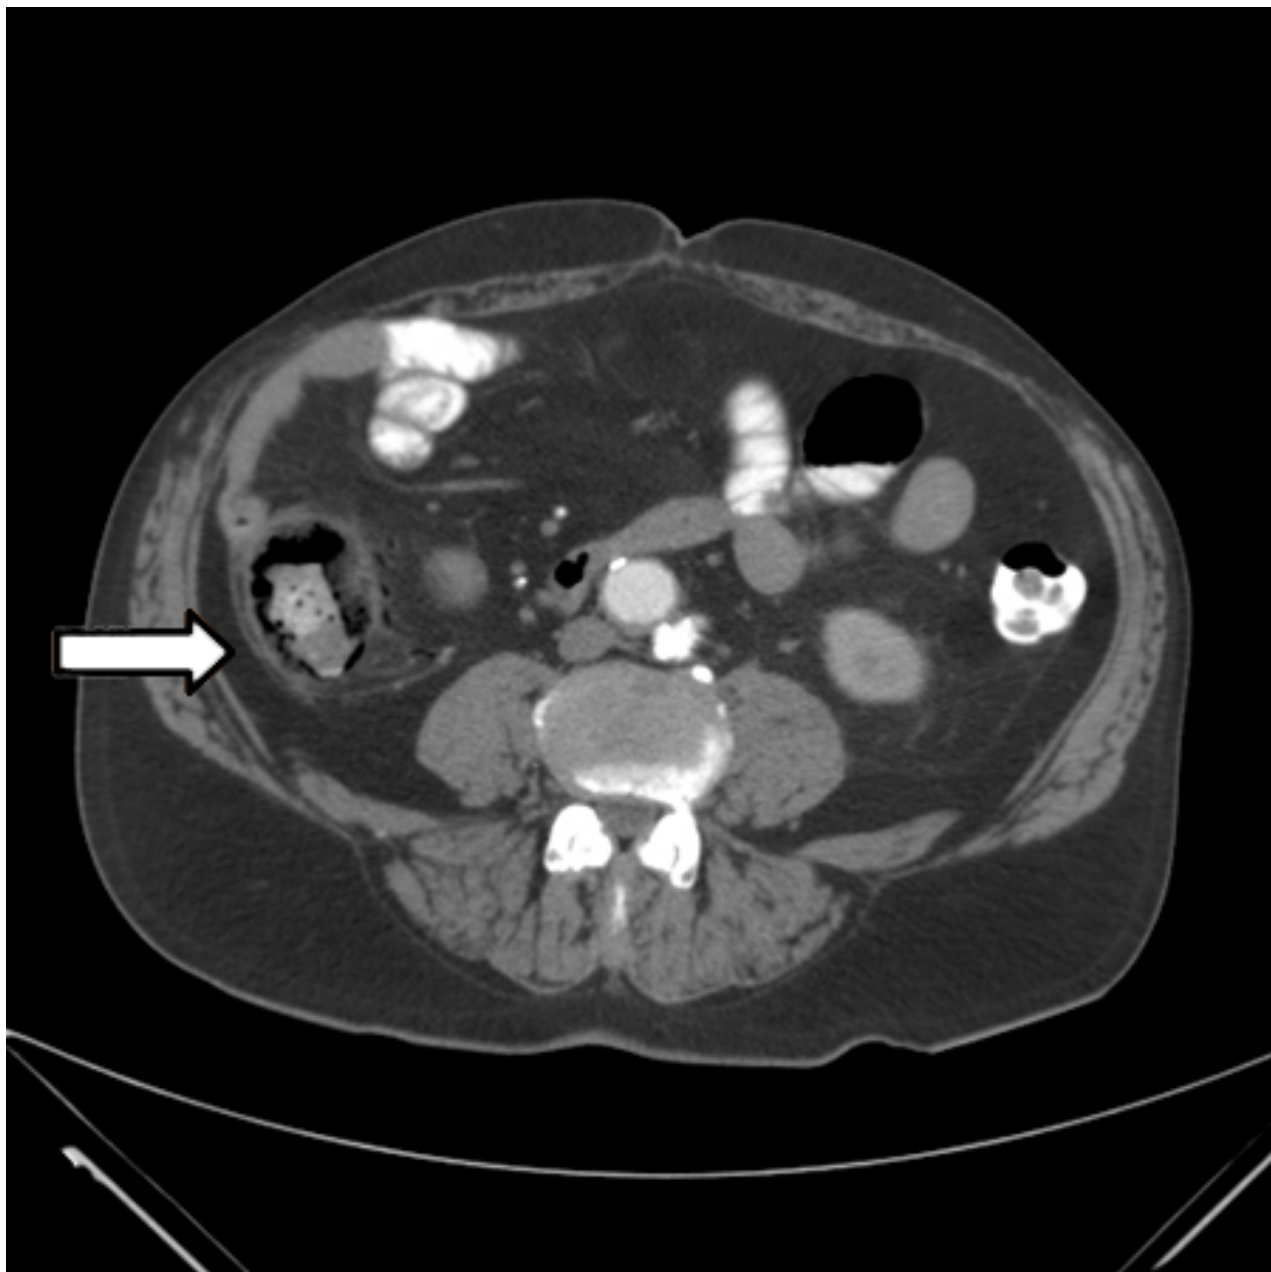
Tomografia computadorizada (TC): espessamento colônico com pneumatose intestinal
